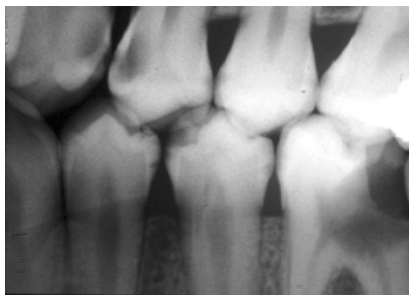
Paciente N° 02-323, radiografía A/M de premolares y molares izquierda.
